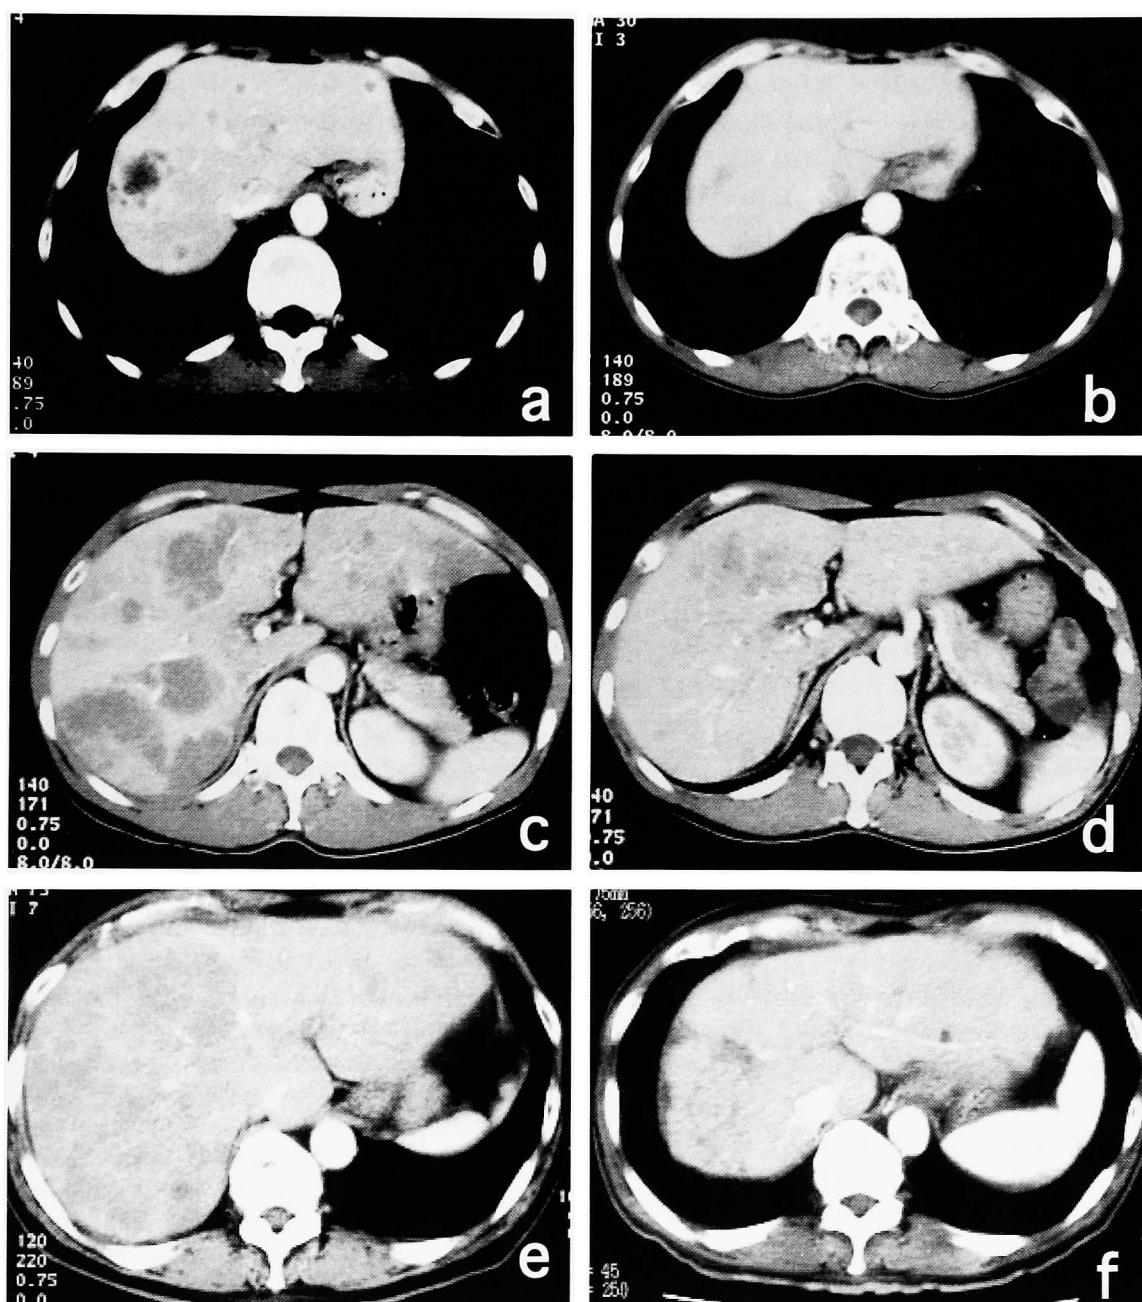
Abdominal CT of case 1 before (Fig. 1a) and after (Fig. 1b) 3 courses of GC and 3 courses of GCD therapy, case 2 before (Fig. 1c) and after (Fig. 1d) 2 courses of GC and 2 courses of GCD therapy, and case 3 before (Fig. 1e) and after (Fig. 1f) 8 courses of GC therapy.
